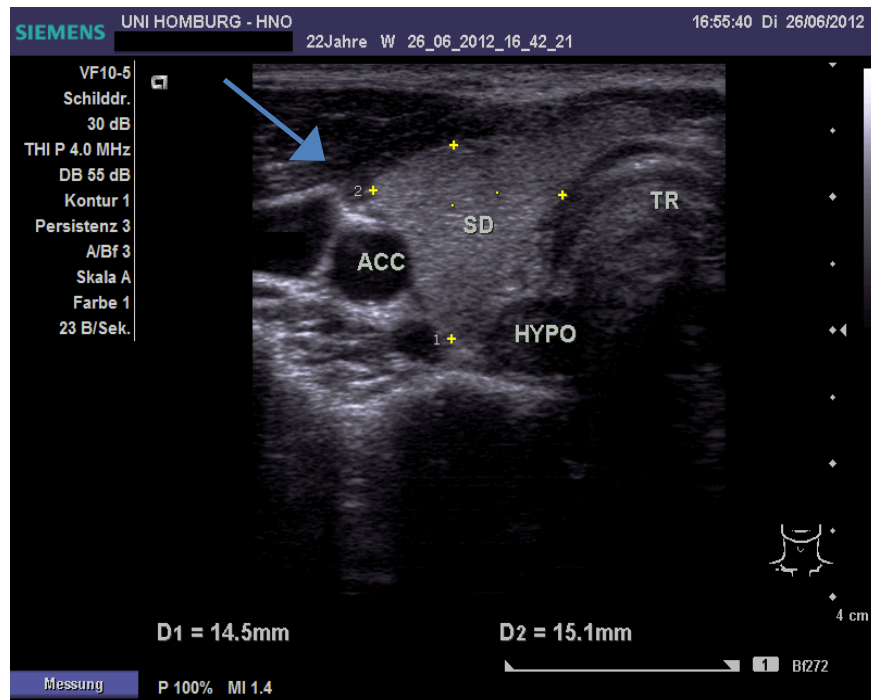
Darstellung des rechten ventralen Halses im Querschnitt. Es können sowohl die Trachea (TR) mit baumrindenartiger Struktur, die Schilddrüse (SD), als auch die Gefässe sonographisch miterfasst werden (ACC= Arteria carotis communis), angrenzend im äusseren linken Bildrand Vena jugularis interna (nicht markiert). Weiter ist der Hypopharynx (HYPO) in unmittelbarer Nähe zur Trachea einsehbar. Der Pfeil markiert den Muskulus sternocleidomastoideus.
